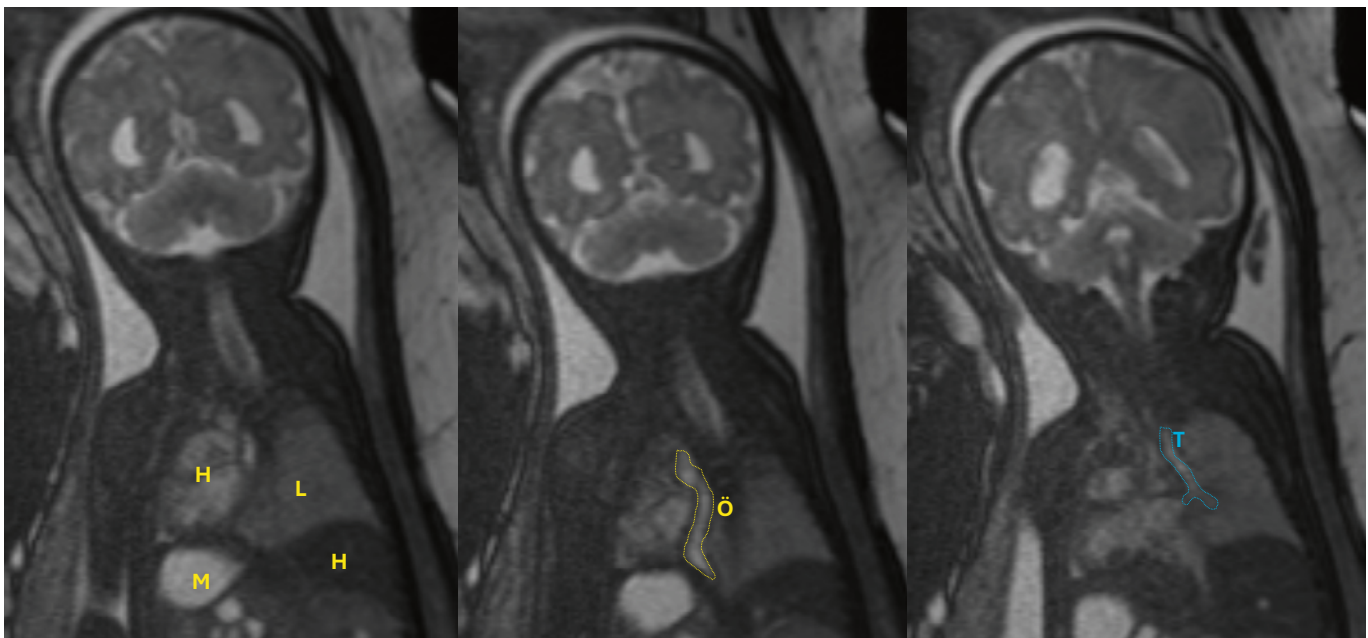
Linke Lunge nicht abgrenzbar. Rechts Lunge regelrecht (L); keine zystischen Läsionen. Herz (H) sinistroniert, den linken Hemithorax ausfüllend, Zwerchfell regelrecht, insbesondere links kein Hinweis auf eine Zwerchfellhernie. Gering nach links lateralisierter Thymus, fetales MRI. H, Herz; L, rechte Lunge; Ö, Ösophagus; T, Trachea; M, Magen; H, Leber
